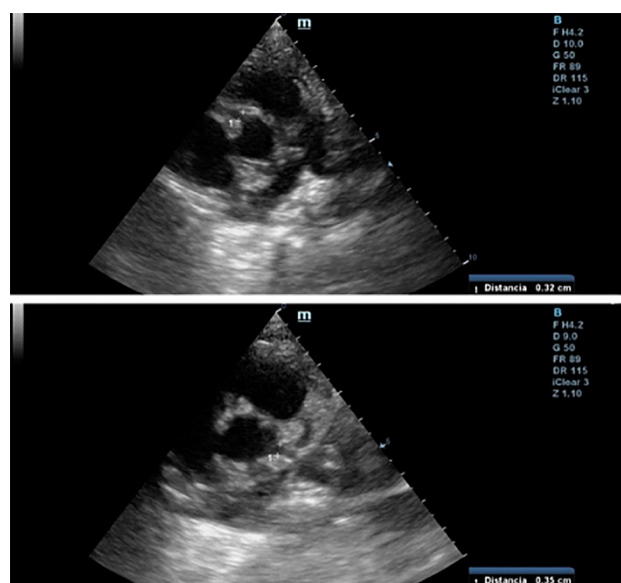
Ecocardiograma Doppler 2D (eje corto de los vasos): se observa coronaria derecha en la parte superior, y coronaria izquierda en la inferior.
